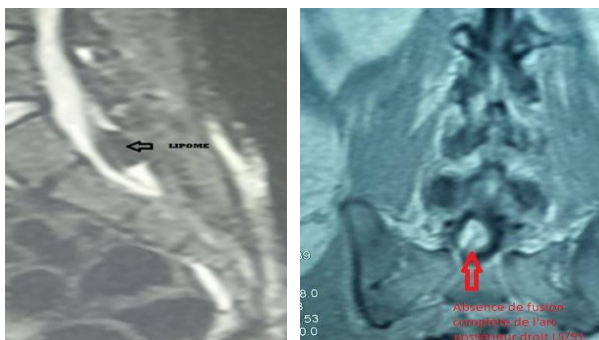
IRM lombaire, Sagittal STIR T2 (Figure 3) et CoroSET1 (Figure 4). La suppression du signal de la graisse montre la lésion en franc hypo signal sans œdème inflammatoire et l'absence de fermeture de l'arc postérieur droit de L5/S1
